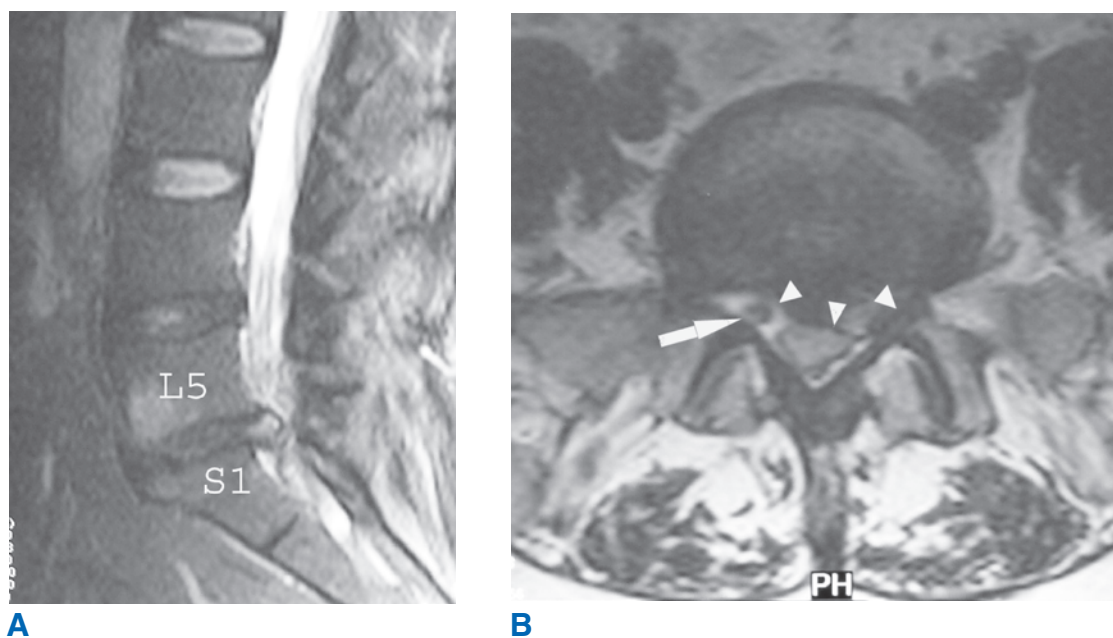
A. MRI sagital ponderada en T2 que muestra una hernia del disco L5-S1, la cual produce una alteración notable del conducto y desplazamiento de los nervios radiculares. B. La MRI axil ponderada en T2 del mismo sujeto revela la gran hernia paracentral izquierda del disco en L5-S1. Las *puntas de flecha* delimitan la extensión de la hernia. La *flecha* señala el nervio radicular S1 derecho, que transcurre sin compresión. El nervio radicular S1 izquierdo sufre compresión intensa y no se observa.
